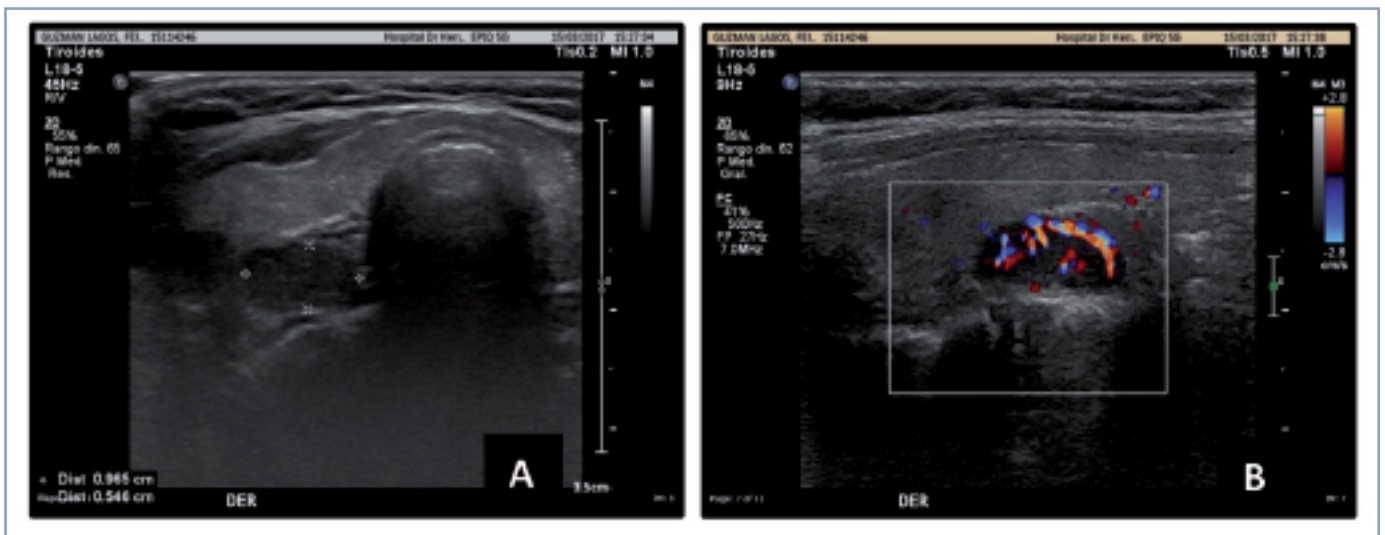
Ecografía cervical. A. Glándula paratiroides derecha con nódulo de aspecto sólido, hipocogénico, de contornos bien delimitados de 9,6 por 5,4 por 12 mm de diámetro. B. Nódulo antes descrito se observa vascularizado al Doppler.
